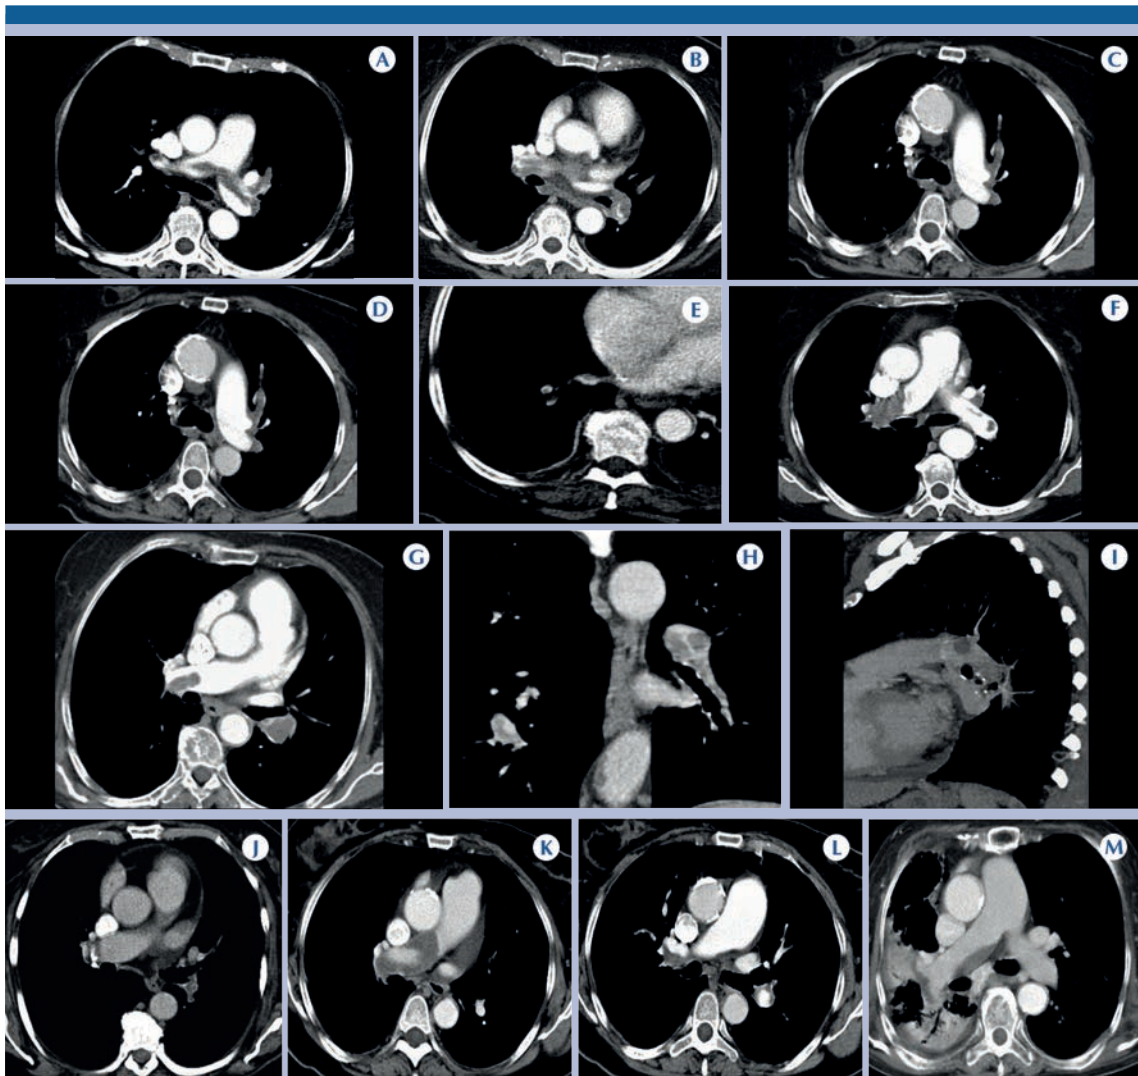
A-M) Selección de imágenes de estudios con protocolo de angiotomografía pulmonar.
